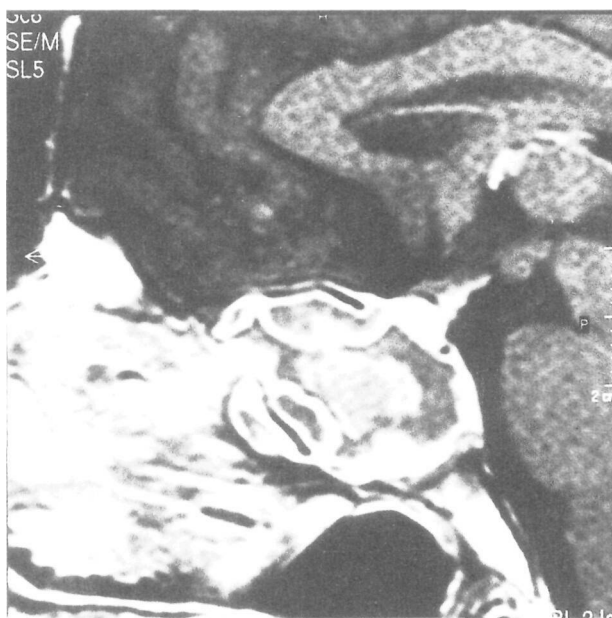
RM mostrando lesão insufante, heterogênea, ocupando seio esfenoidal, movendo o assoalho da sela, e a hipófise centripeta e posteriormente passando a ocupar a cisterna supraselar.
